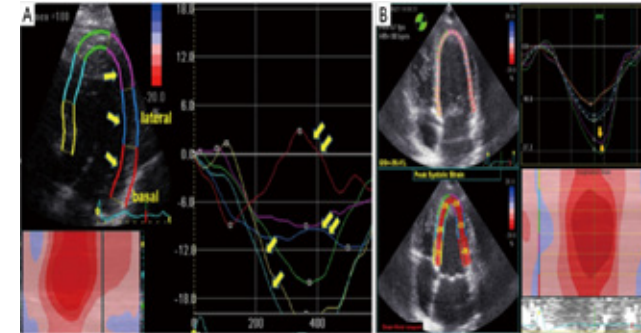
Reserva Muestra Doppler tisular en paciente con cardiopatía isquémica aguda. Figura A se observa Doppler tisular a nivel septal con valor reducido previo a la angioplastia coronaria de urgencia. B: Se observa el mismo paciente con recuperación del doppler tisular a valores normales posterior a la angioplastia coronaria. fuente: Repositorio de Imágenes Sanatorio Trinidad Ramos Mejia.
